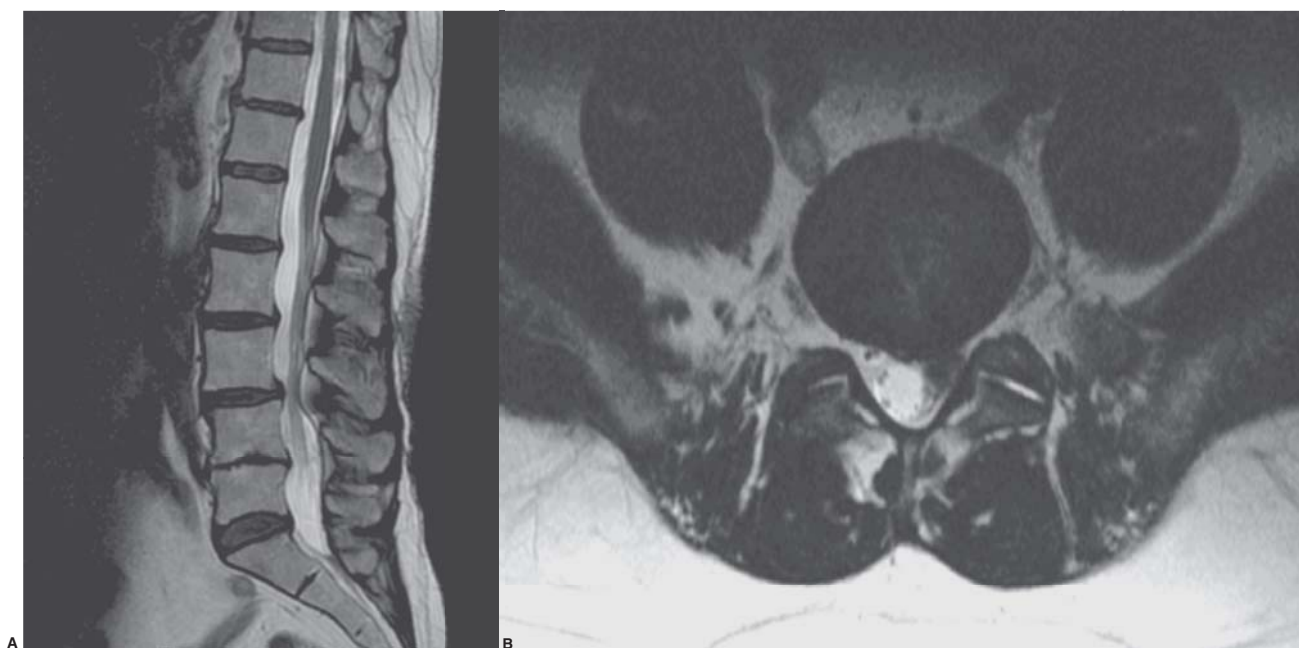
Resonancia magnética en un paciente con dolor lumbar. A) Proyección sagital que muestra cambios degenerativos lumbares en múltiples niveles, retrolistesis y hernia del disco intervertebral L3-L4, L4-L5 y L5-S1. B) Proyección axial que revela compresión del disco intervertebral sobre el receso lateral izquierdo.
